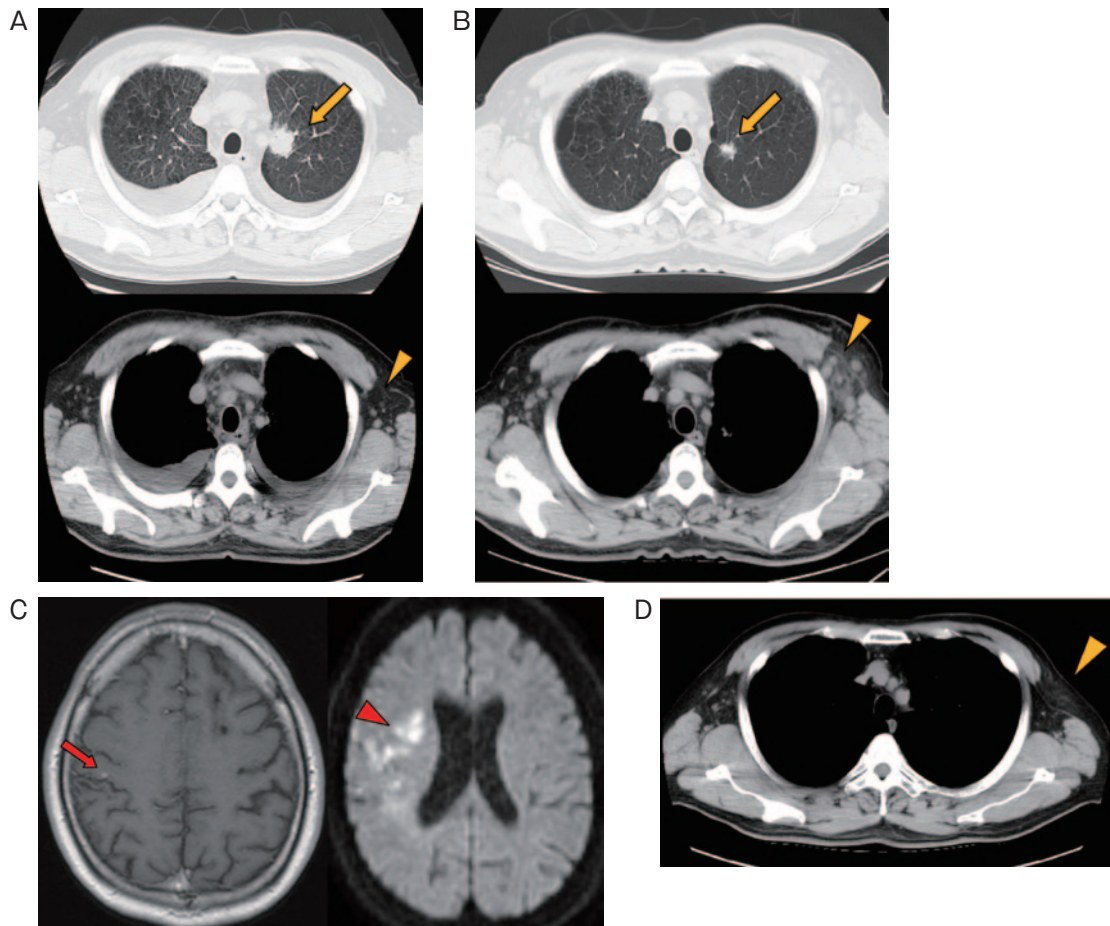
画像所見. (A) 初診時および (B) 入院時胸部CT. 左肺上葉の結節影は縮小していたが (矢印), 新たに左腋窩リンパ節腫大を認めた (矢頭). (C) 入院時頭部MRI. 造影MRIでは脳転移を疑う所見は右頭頂葉に1mm大1ヶ所だけであった (赤矢印). 拡散強調画像では右中大脳動脈領域に多発の高信号域を認めた (赤矢頭). (D) ニボルマブ治療中の胸部単純CT. 左腋窩リンパ節の縮小を得た (矢頭).
